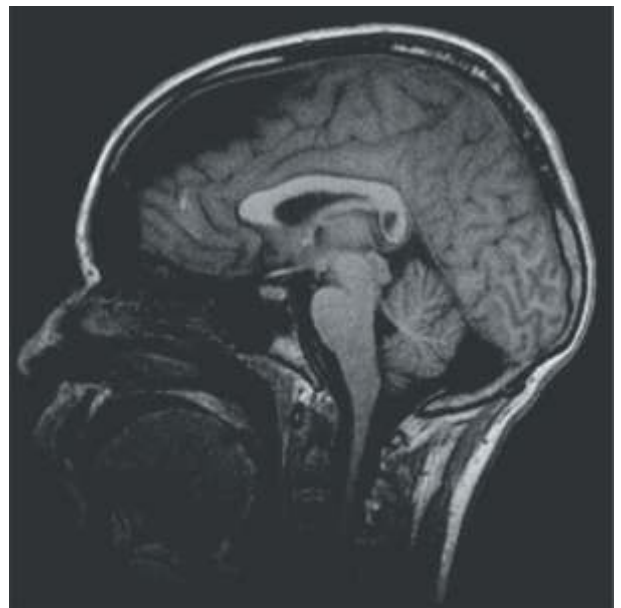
RMN de cerebro en T1. Puede observarse importante crecimiento del higroma con efecto de masa.
